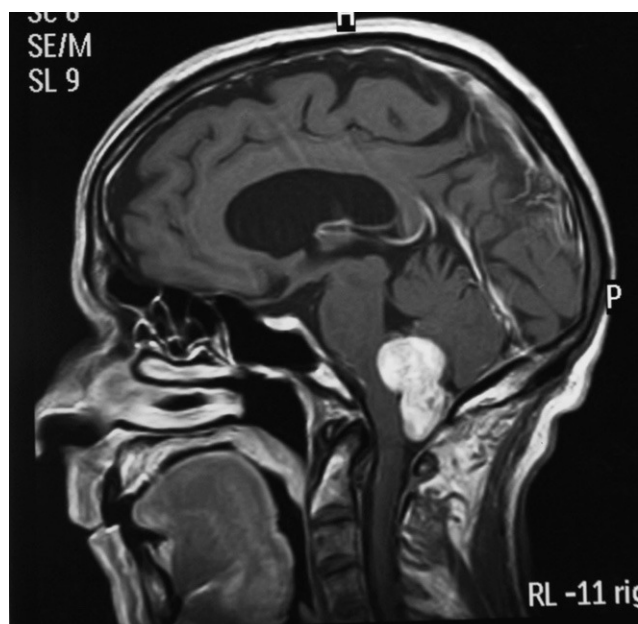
RM craneal: la tumoración se localiza en parte en fosa posterior y en parte en el canal cervical sobrepasando el agujero magno. En el interior del tumor se aprecian áreas de vacío de señal que indican un componente vascular.
